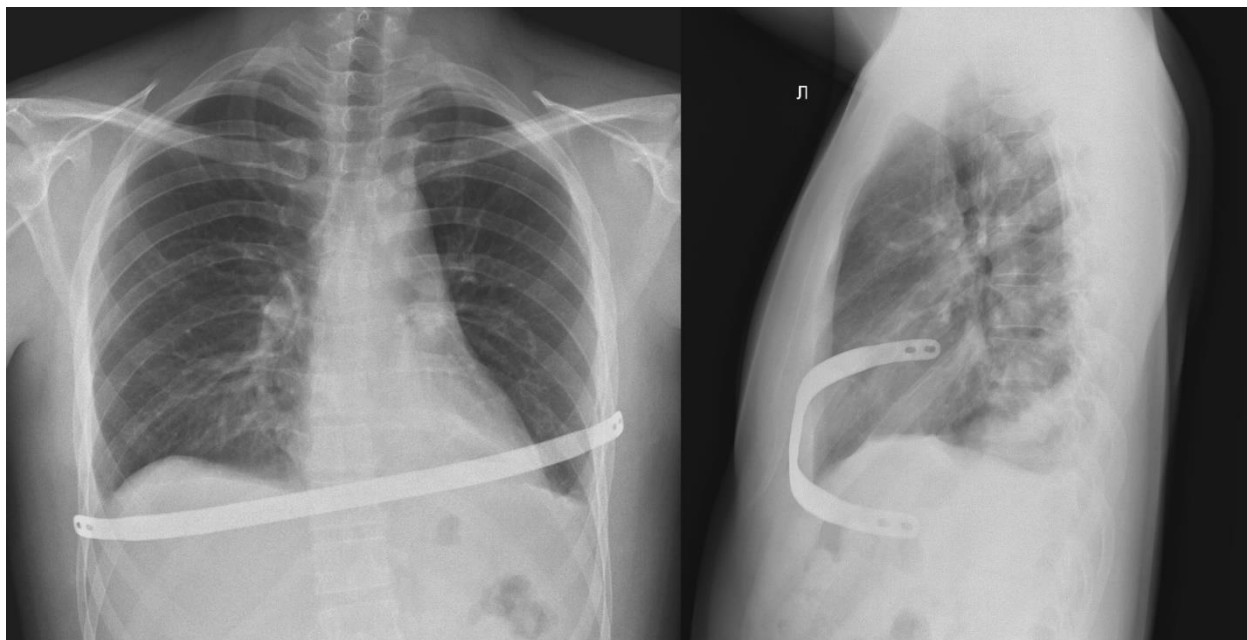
Рентгенограмма после установки пластины (прямая и левая боковая проекция). Косое положение пластины
